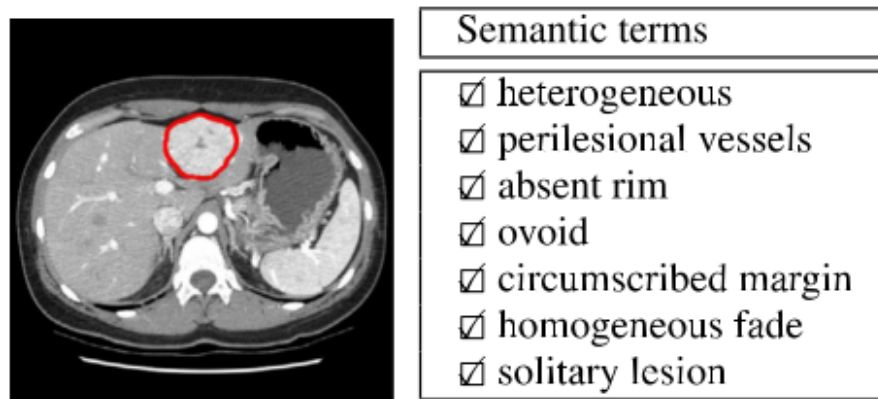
A imagem CT do fígado anotada com termos semânticos. Fonte : (Kurtz et al., 2014).
